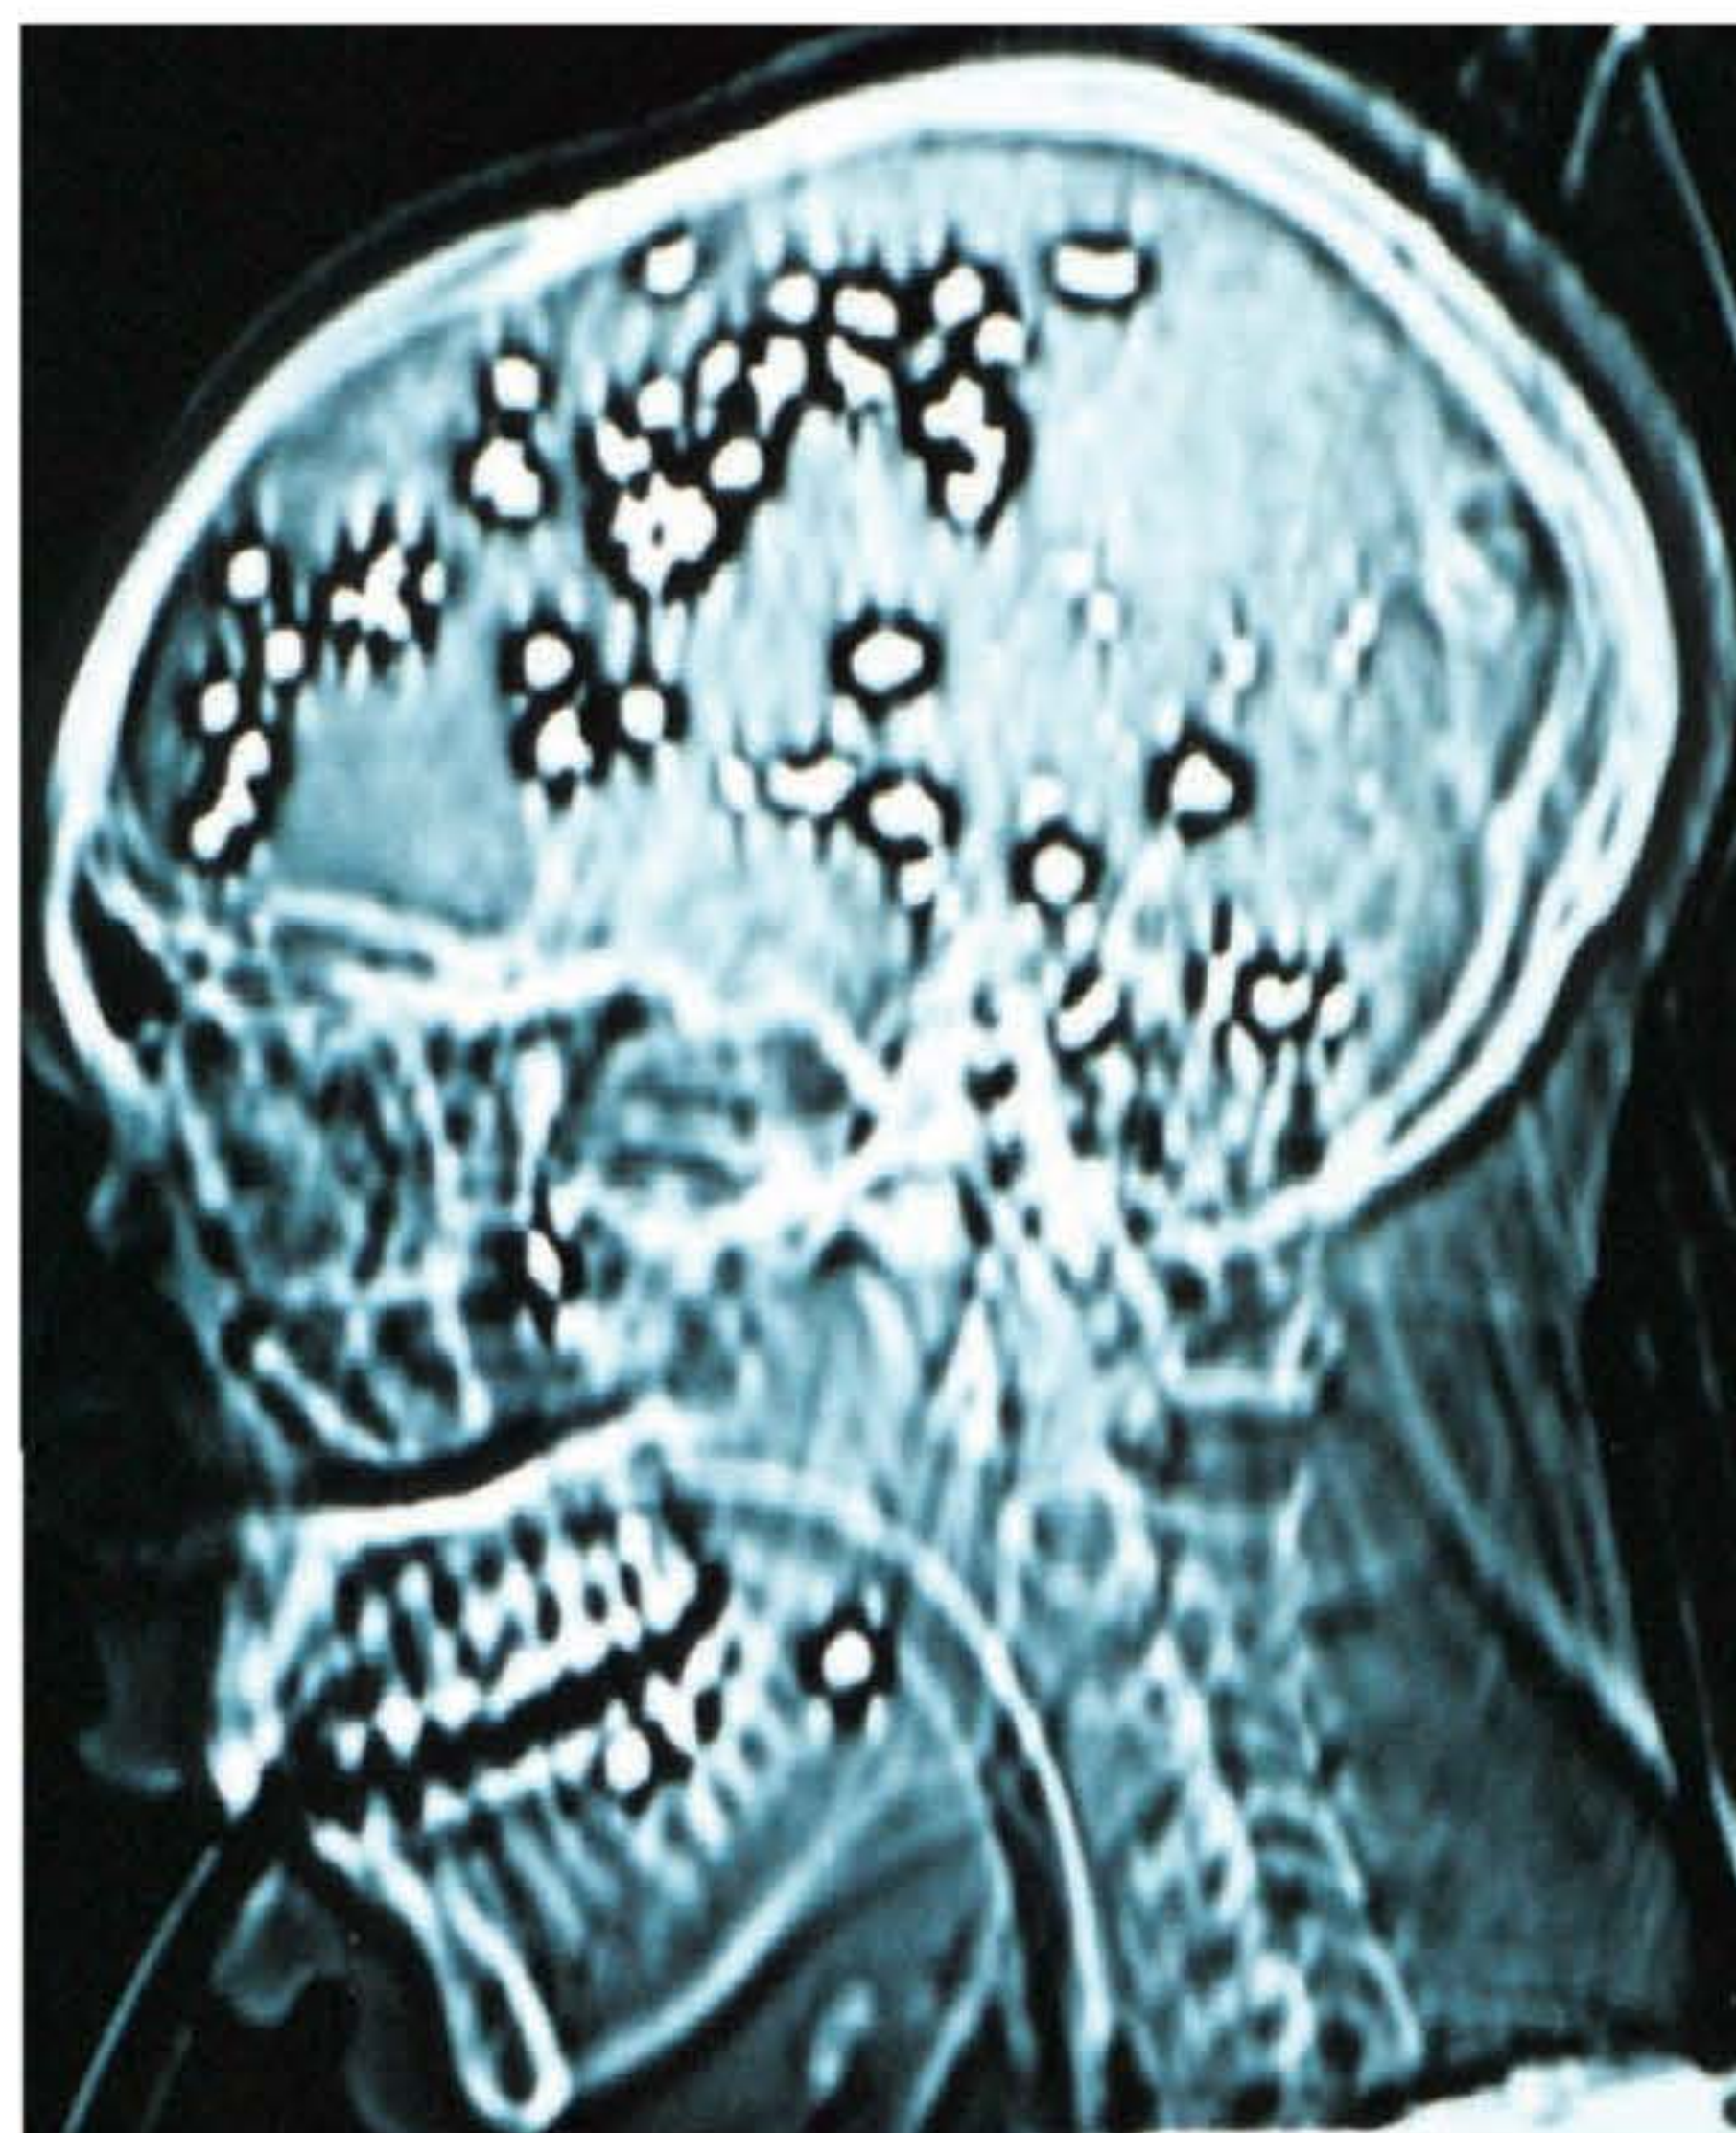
▶ Radiografia de crânio, incidência em perfil. Ferimentos de laceração cerebral por arma de fogo.
